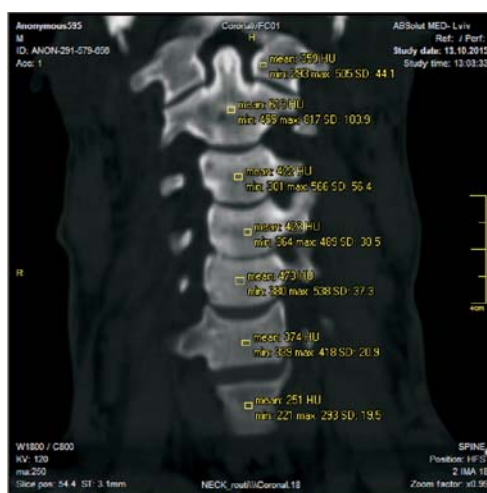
Комп'ютерна томограма шийного відділу хребта (пряма проекція) визначення щільності кісткової тканини тіл хребців
